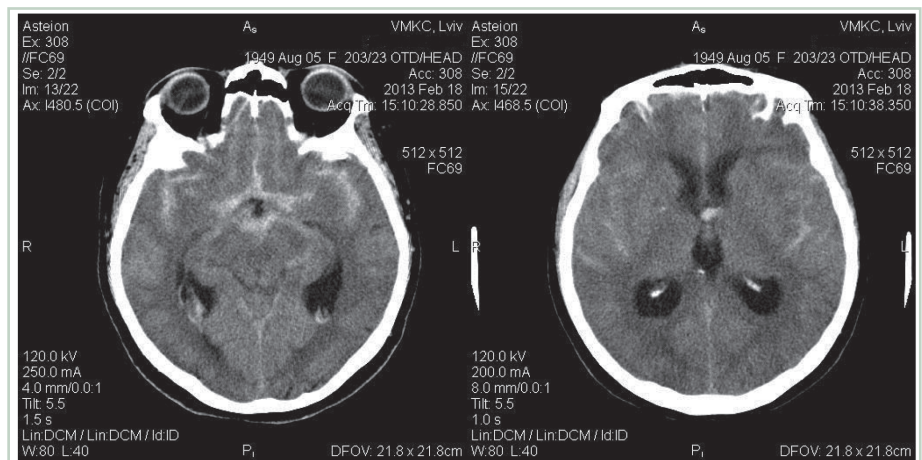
Комп'ютерно-томографічна картина субарахноїдального крововиливу у хворій Ш.
